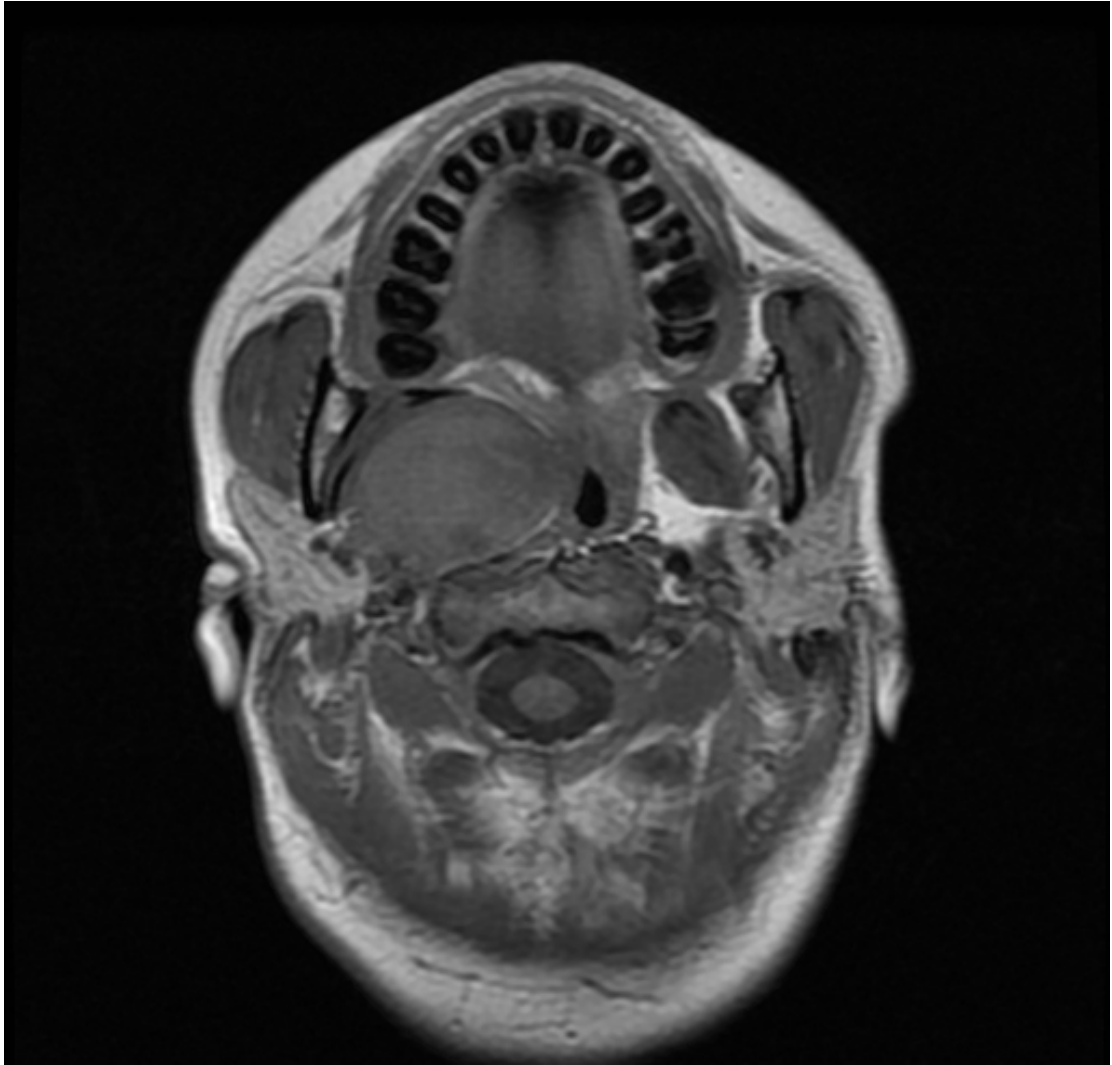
B. Adenoma pleomorfo derecho. RMN en secuencia T1, en la que el tumor se presenta con una intensidad similar al músculo en el corte axial.
